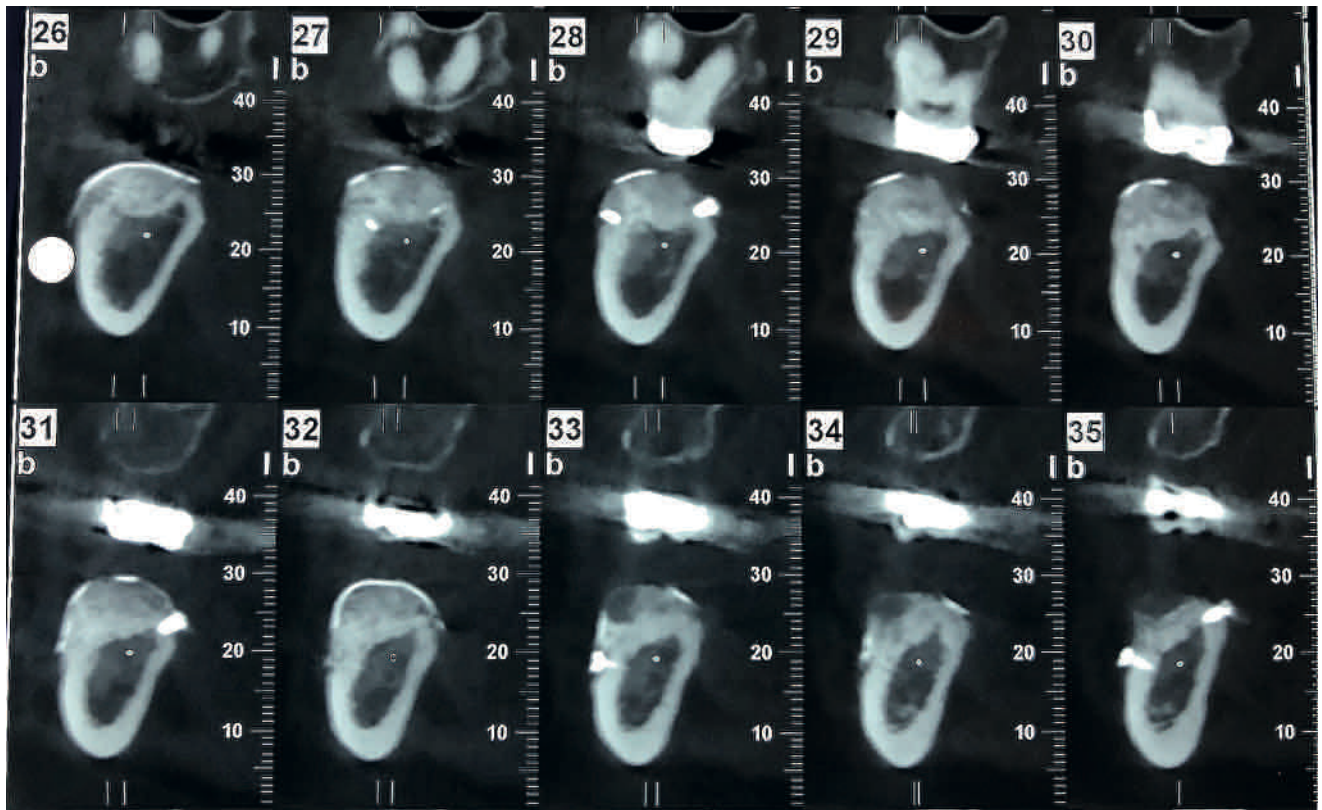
CBCT 5 meses posterior a la cirugía.
